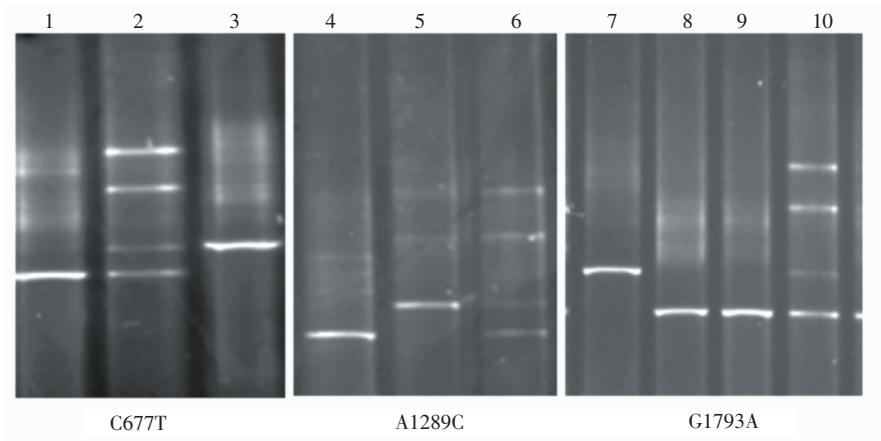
DGGE 电泳图 1:野生型 677CC;2:杂合型 677CT;3:纯合型 677TT;4:纯合型 1298CC;5:野生型 1298AA;6:杂合型 1298AC;7:纯合型 1793AA;8~9:野生型 1793GG;10:杂合型 1793GA。
